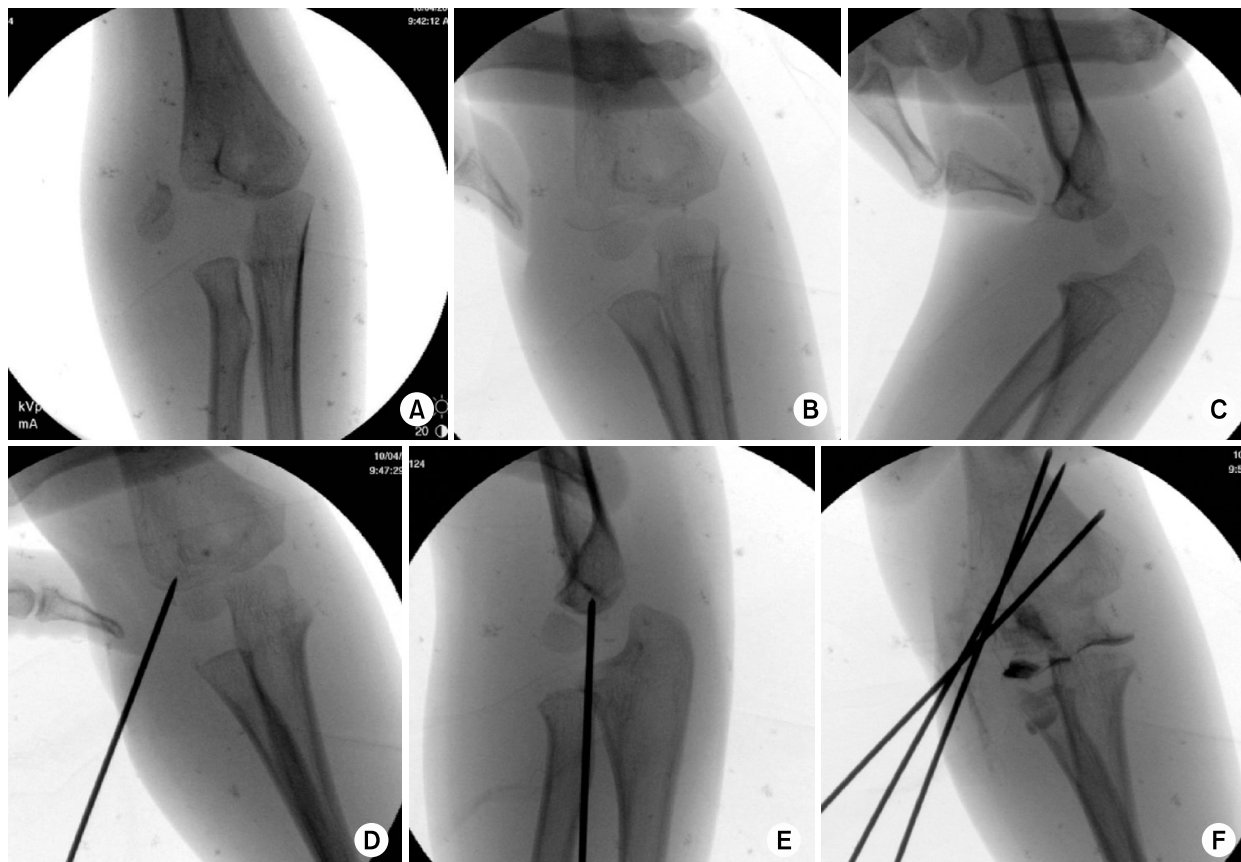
(A) Anteroposterior radiograph showing a completely displaced fracture with rotation of the fracture fragment. Intra-operative (B) anteroposterior and (C) lateral radiographs from same patient showing reduction by pushing the fragment backward and medially with operator's thumb. Intra-operative (D) anteroposterior and lateral (E) radiographs showing final reduction of the fragment <2 mm of displacement with Kirschner wire. (F) Post-reduction anteroposterior arthrogram showing fixation with three Kirschner wires, congruent reduction of the articular surface.
